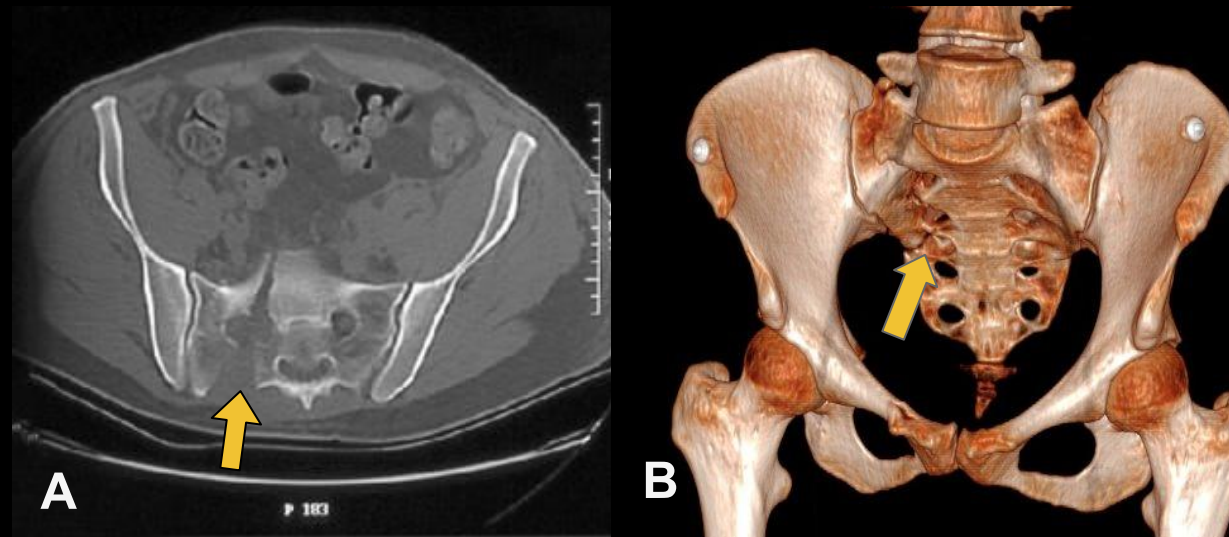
Fractura sacra tipo II según la clasificación de Denis. TC axial de pelvis (A) en ventana ósea -flecha amarilla-, y reconstrucción 3D (B)-flecha amarilla, que muestra trazo de fractura en sacro con afectación de los agujeros de conjunción.
